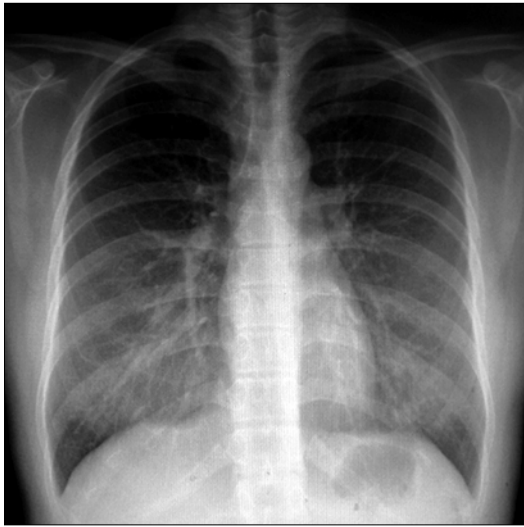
Case 2: Chest radiography showed RML (Right middle lobe) collapse.
